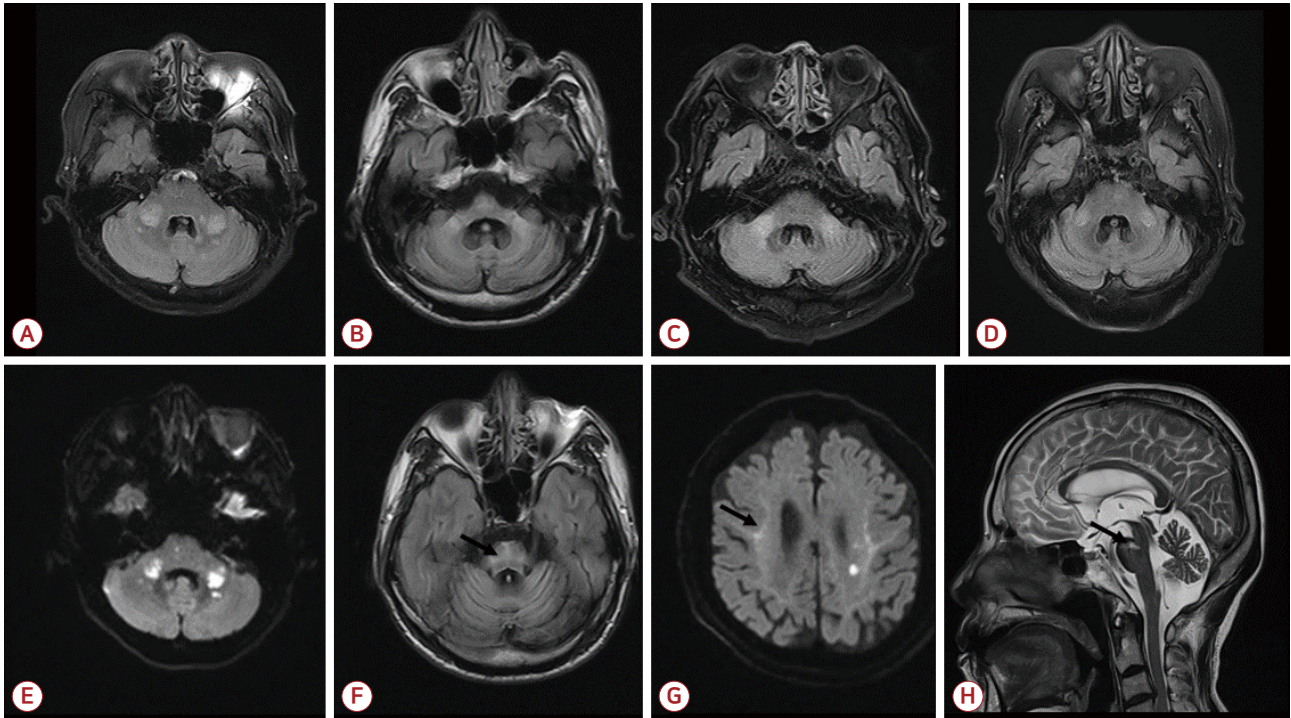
Upper row (A-D) shows bilateral high signal intensities on FLAIR axial images. E (diffusion-weighted axial image) disclosed asymmetric high signal intensities on middle cerebellar peduncles. Together with other brain images, we diagnosed the case acute posterior circulation infarction. F (FLAIR axial image) disclosed "hot cross bun" sign (arrow), which is suggestive of multiple system atrophy. G (diffusion-weighted axial image) revealed corticomedullary "zigzag edging" sign (arrow), which is suggestive of neuronal intranuclear inclusion disease. H (T2 sagittal image) showed a ventromedial upper pons infarction in chronic stage (arrow). FLAIR; fluid-attenuated inversion recovery.
